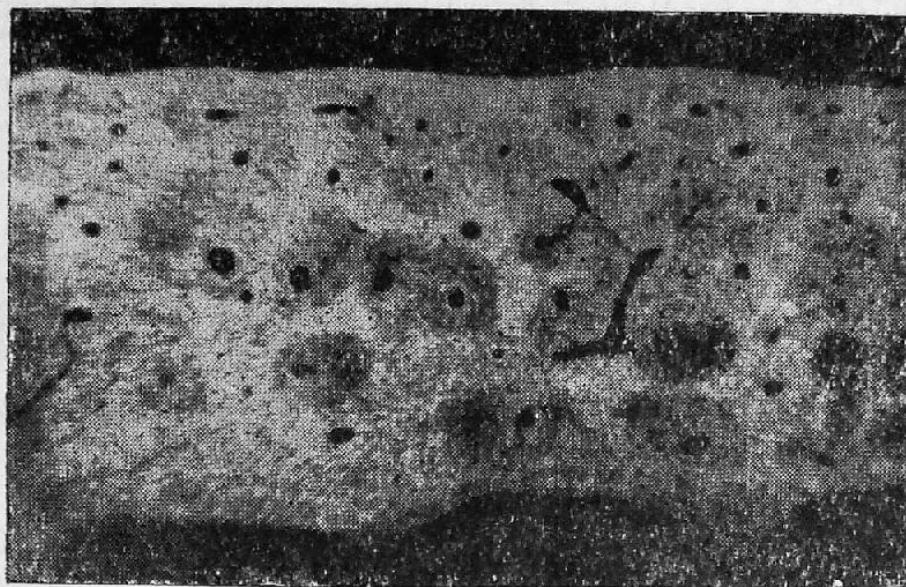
Микрорентгенограмма поперечного шлифа ребра человека. Видны изображения беспорядочно расположенных, различной величины, формы и степени минерализации вторичных остеонов
